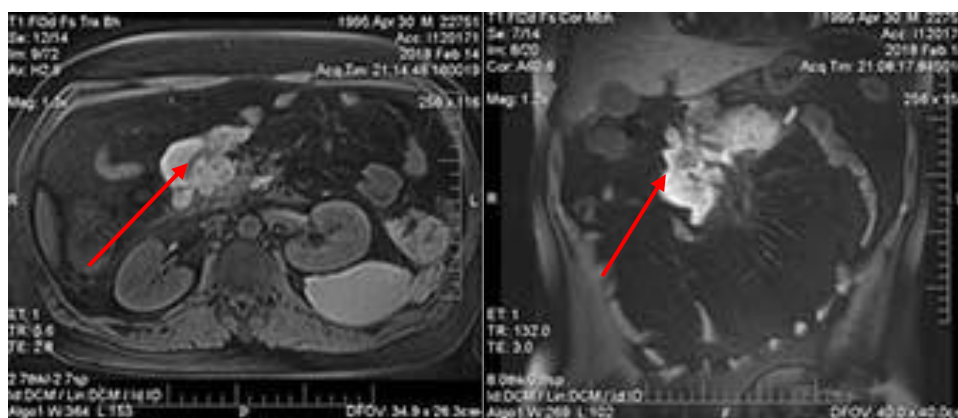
T1 (FS) изображение МРТ. Области с геморрагическим содержимым и солидными включениями (некроз)
